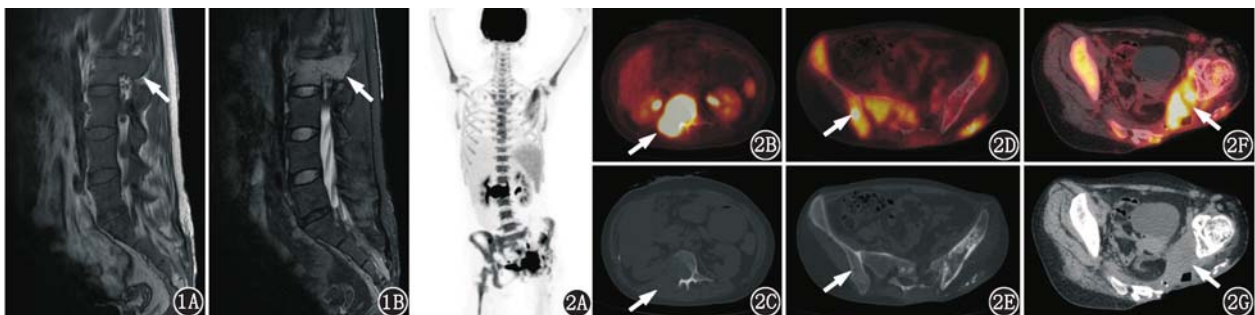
骨及软组织多发病变患者(女,35岁)腰椎MRI图像(箭头示病灶)。1A. L₂椎体及右侧附件占位,T₁加权成像(WI)呈等信号;1B. L₂椎体及右侧附件占位,T₂WI呈高信号 图2 同一患者¹⁸F-脱氧葡萄糖(FDG)PET/CT显像图(箭头示病灶)。2A. PET最大密度投影图可见左侧臀部代谢增高灶、腰椎及骨盆多发代谢增高灶,中央及外周骨髓代谢弥漫增高,脾代谢增高;2B~2E.横断层PET/CT图像及同机CT示L₂椎体(2B,2C)、右侧髂骨(2D,2E)、骶骨多发代谢增高的溶骨性破坏区,其中L₂椎体病变伴椎旁软组织肿物形成;2F,2G.横断层PET/CT图像及同机CT示左侧臀部软组织结构紊乱,可见代谢异常增高的肿物,内伴致密影及气体密度影;盆腔左侧另见左附件区囊肿
